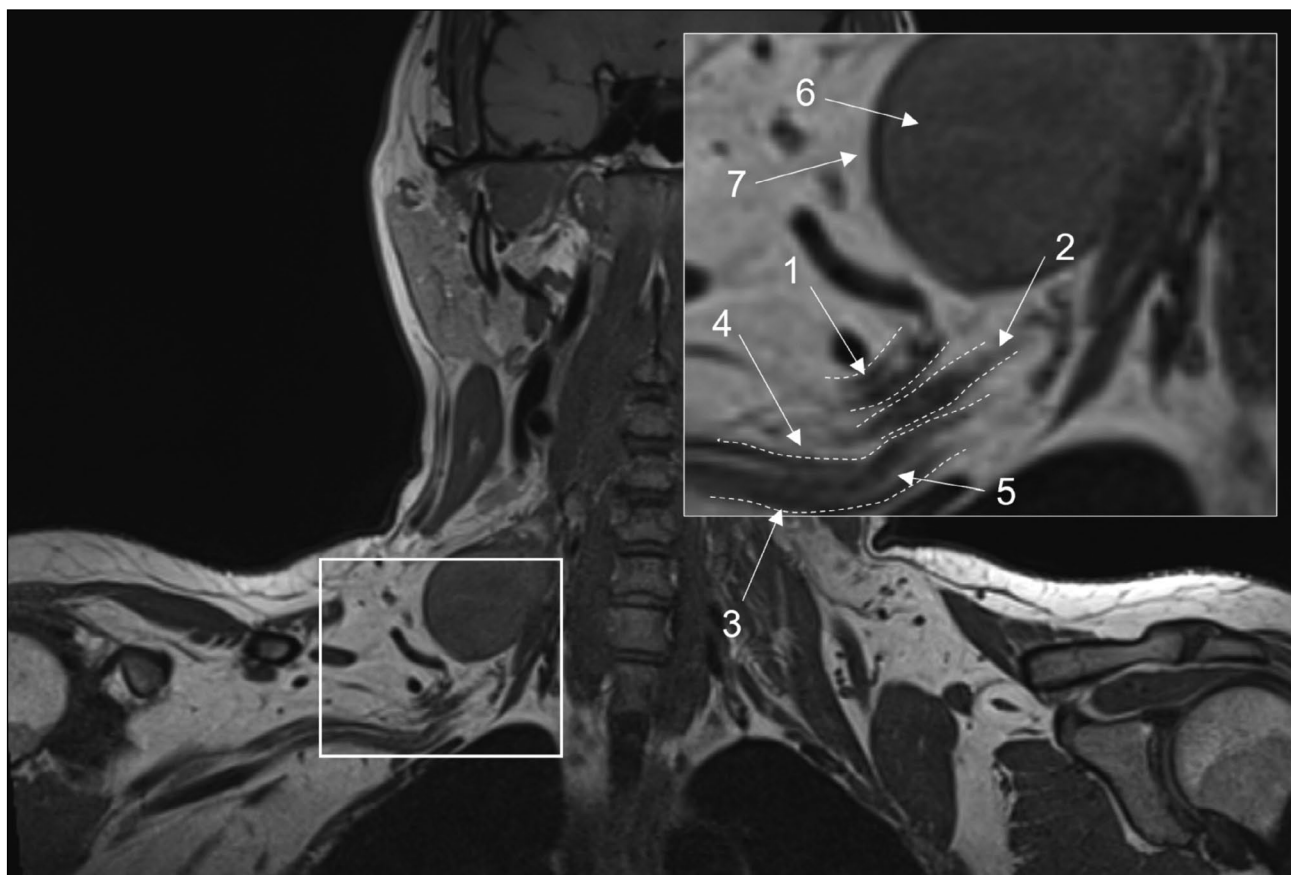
Магнитно-резонансная томография плечевых сплетений в режиме 3D-T1, коронарная проекция: 1 — верхний ствол; 2 — средний ствол; 3 — нижний ствол; 4 — периневральная жировая клетчатка; 5 — эндоневральный жир; 6 — объёмное образование (шваннома); 7 — интактная жировая клетчатка вокруг образования.
